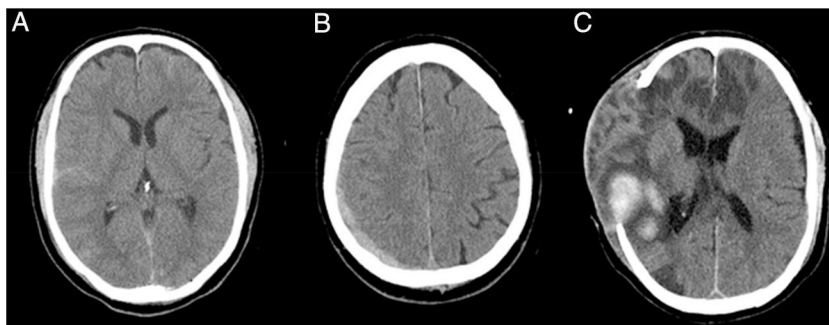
Paciente que sufrió traumatismo craneoencefálico (TCE). En el TC se objetiva hemorragia subaracnoidea (A) y hematoma subdural (B) que requirió cirugía descompresiva. Posteriormente se produjo sangrado intraparenquimatoso que le condujo a la muerte (C).
